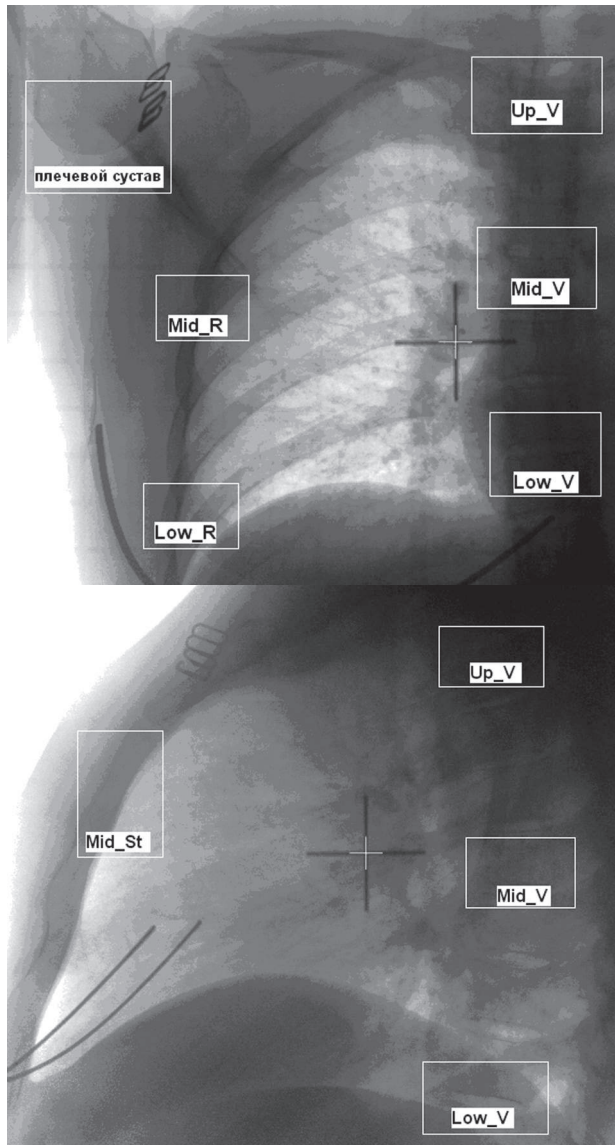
Вибір кісткових орієнтирів на ортогональних рентгенограмах для поєднання з референсним зображенням
